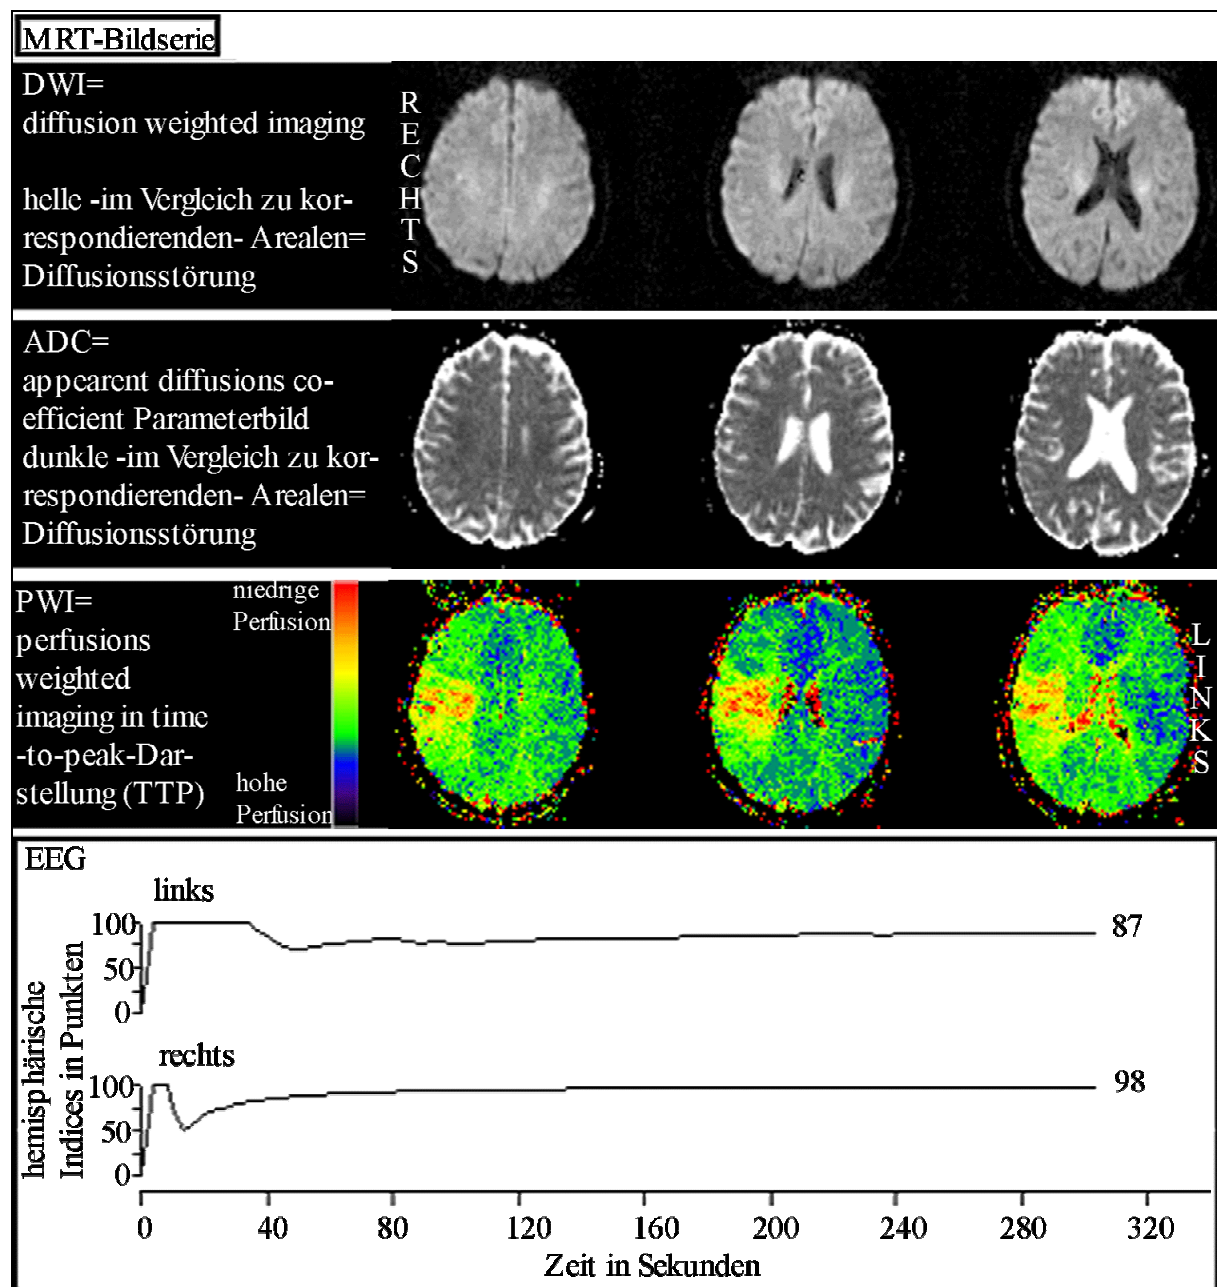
MRT-Bildserien und EEG-Messung einer 65-jährigen Patientin mit: 1. Dissektion der rechten Arteria carotis communis auf dem Boden einer fibromuskulären Dysplasie 2. Zerebraler Ischämie im Versorgungsgebiet der rechten Arteria cerebri media 3. Intermittierendem Vorhofflimmern.
